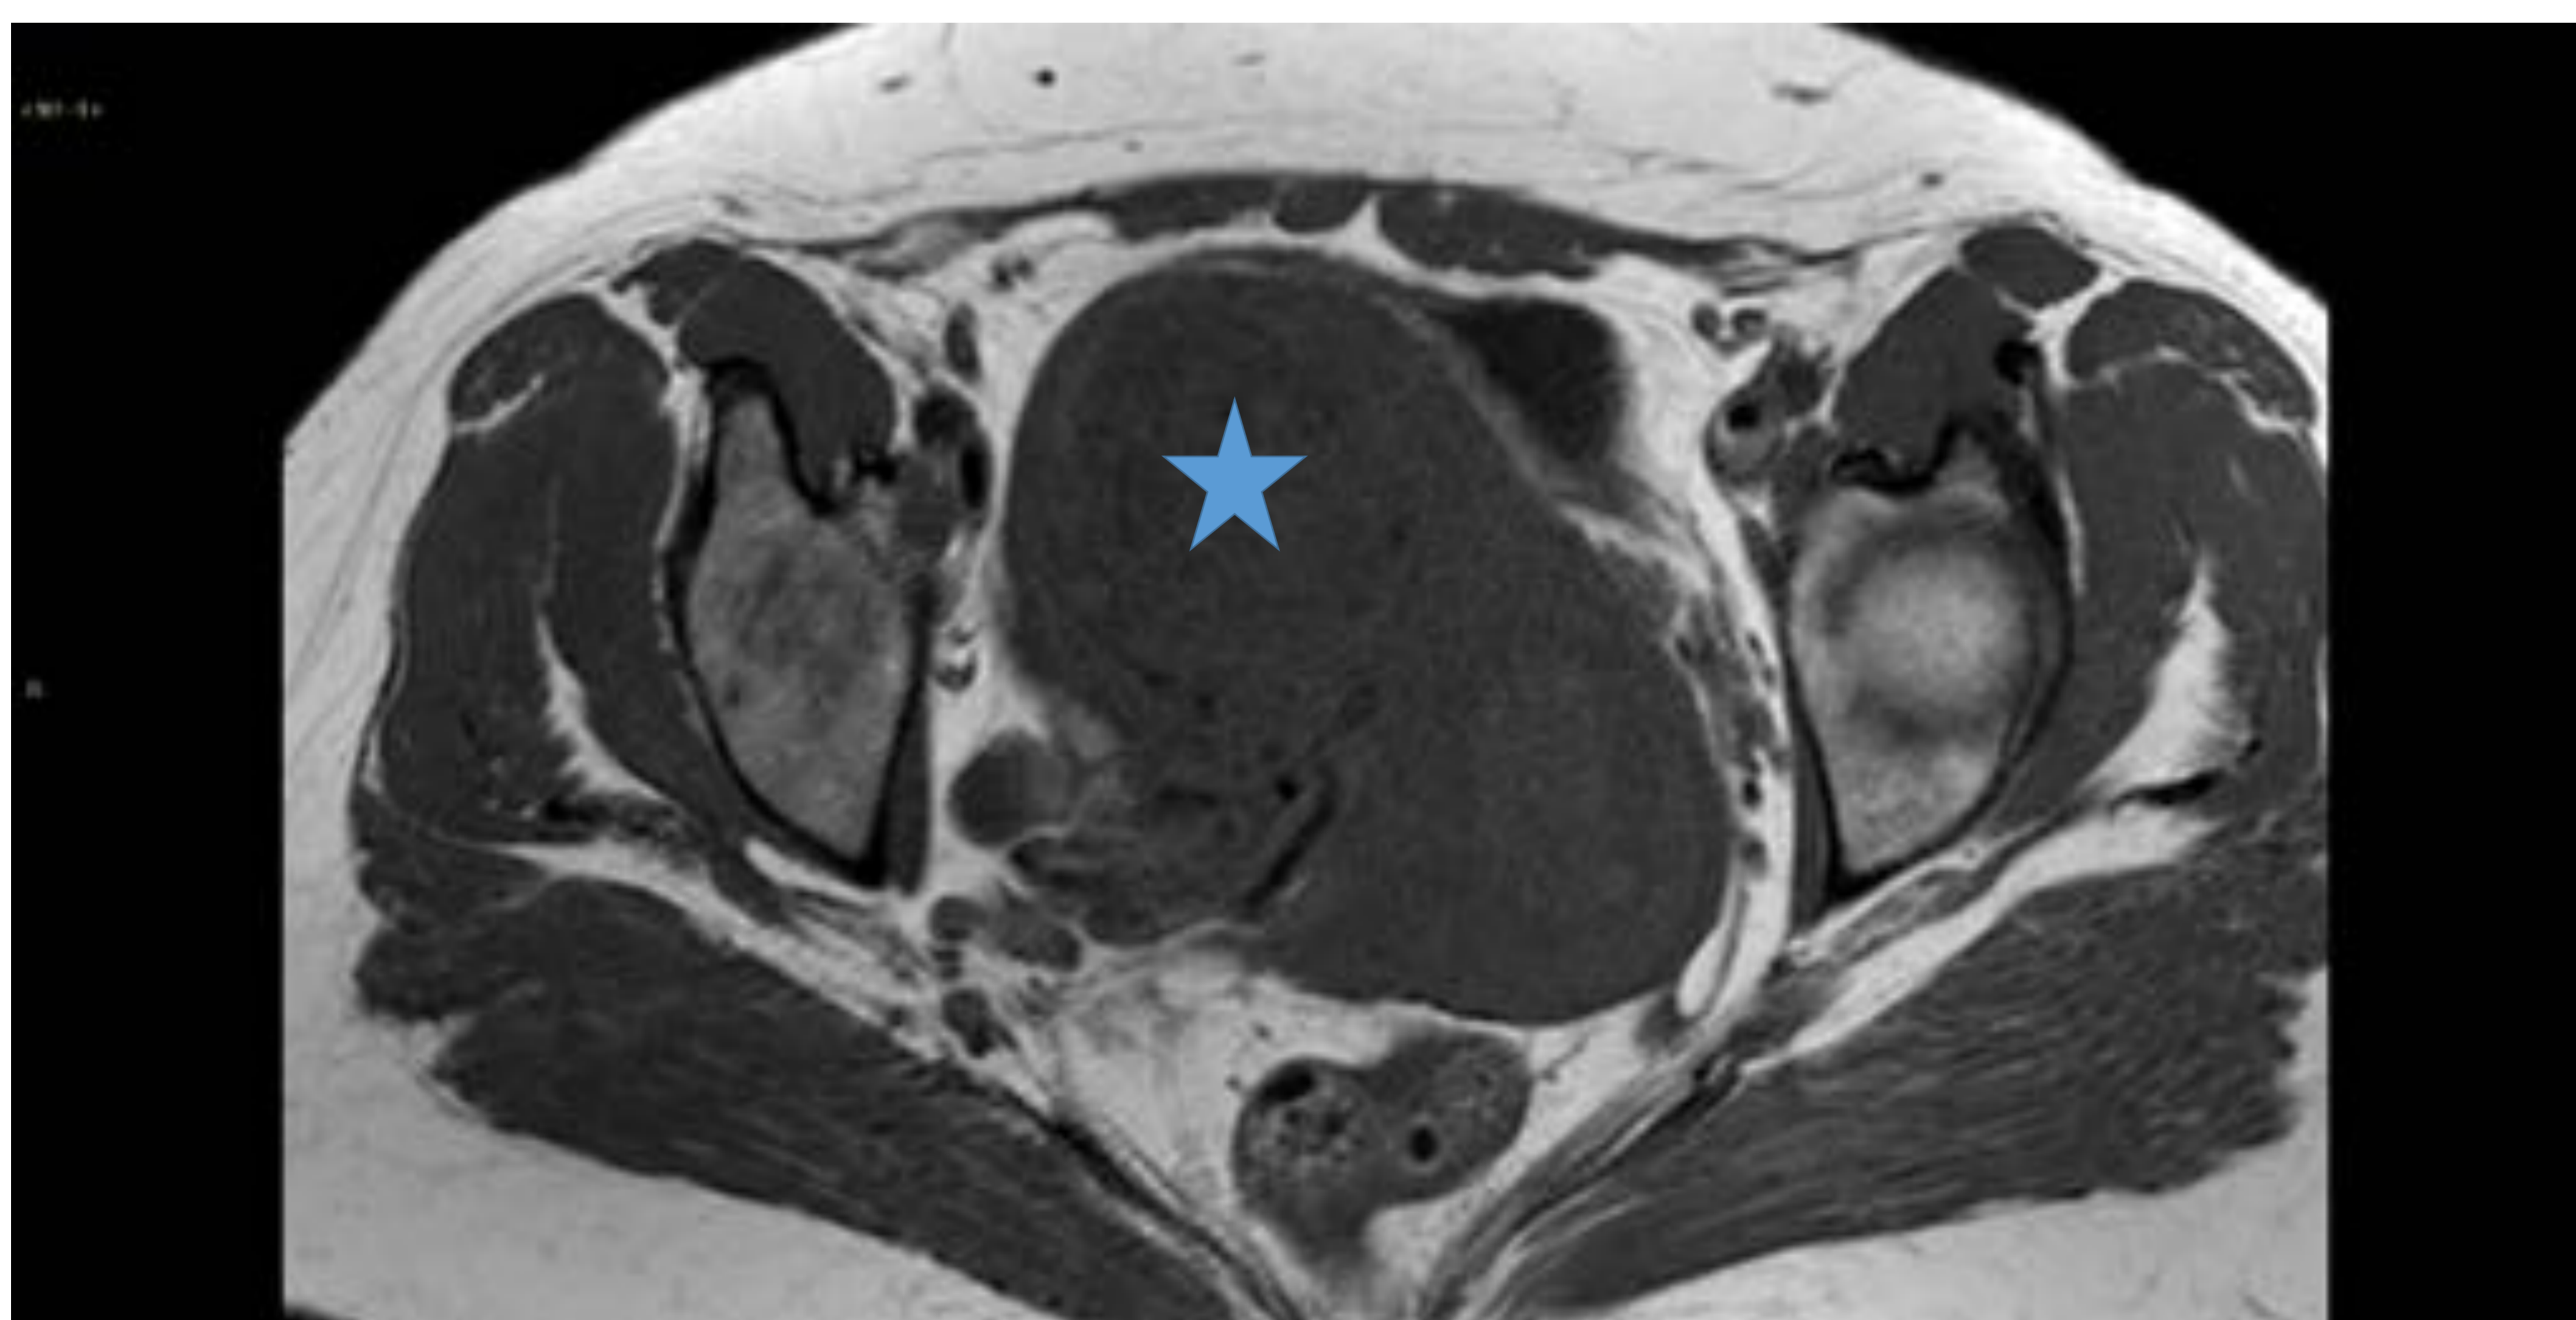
Imagen axial de RM pélvica en secuencia T1 sin supresión grasa. Leiomioma no degenerado en cara anterior de cuerpo uterino.
